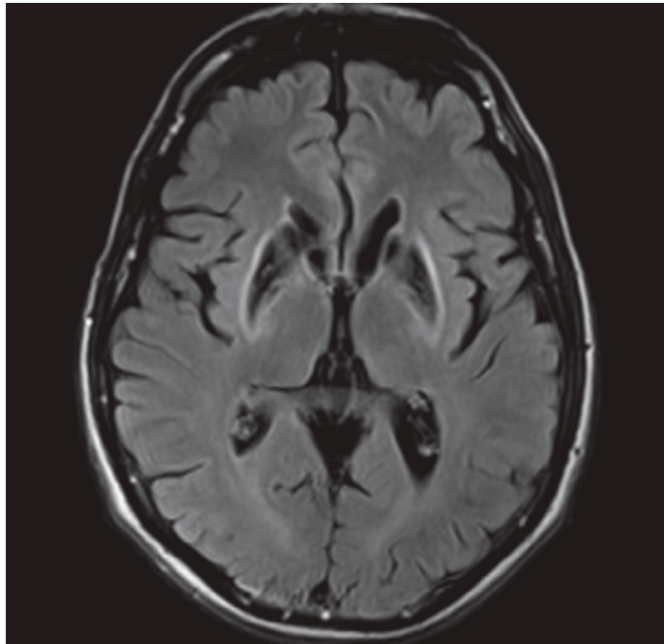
Patient de 22 ans présentant un PEP sur maladie de Wilson. Séquence axiale FLAIR retrouvant un HS FLAIR périphérique des noyaux lenticulaires, associé à un hyposignal central lié aux dépôts de fer. Courtoisie de Krstic et al. (124)
